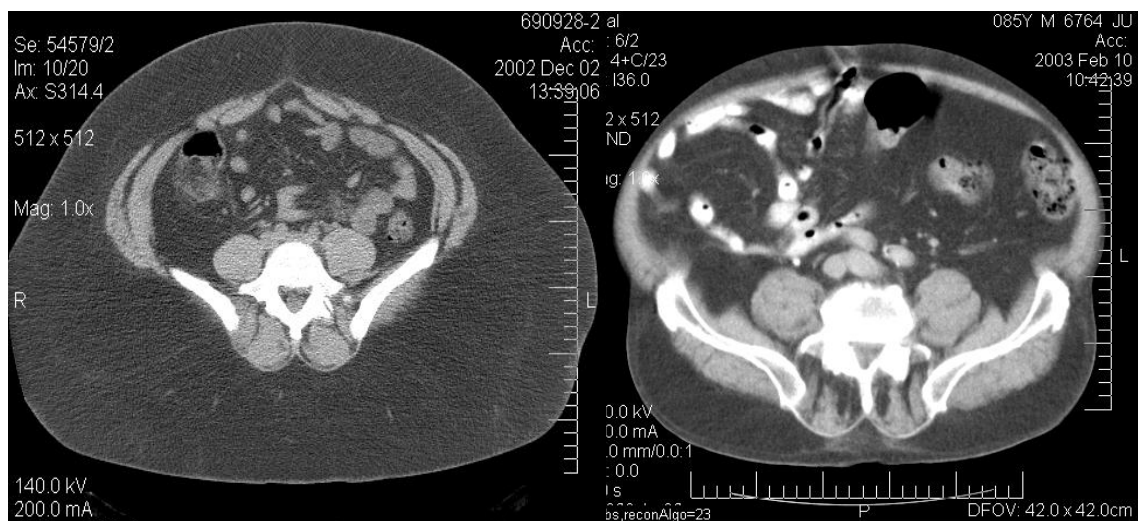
Computed tomography slices used for measurements of visceral, muscle and subcutaneous depot
